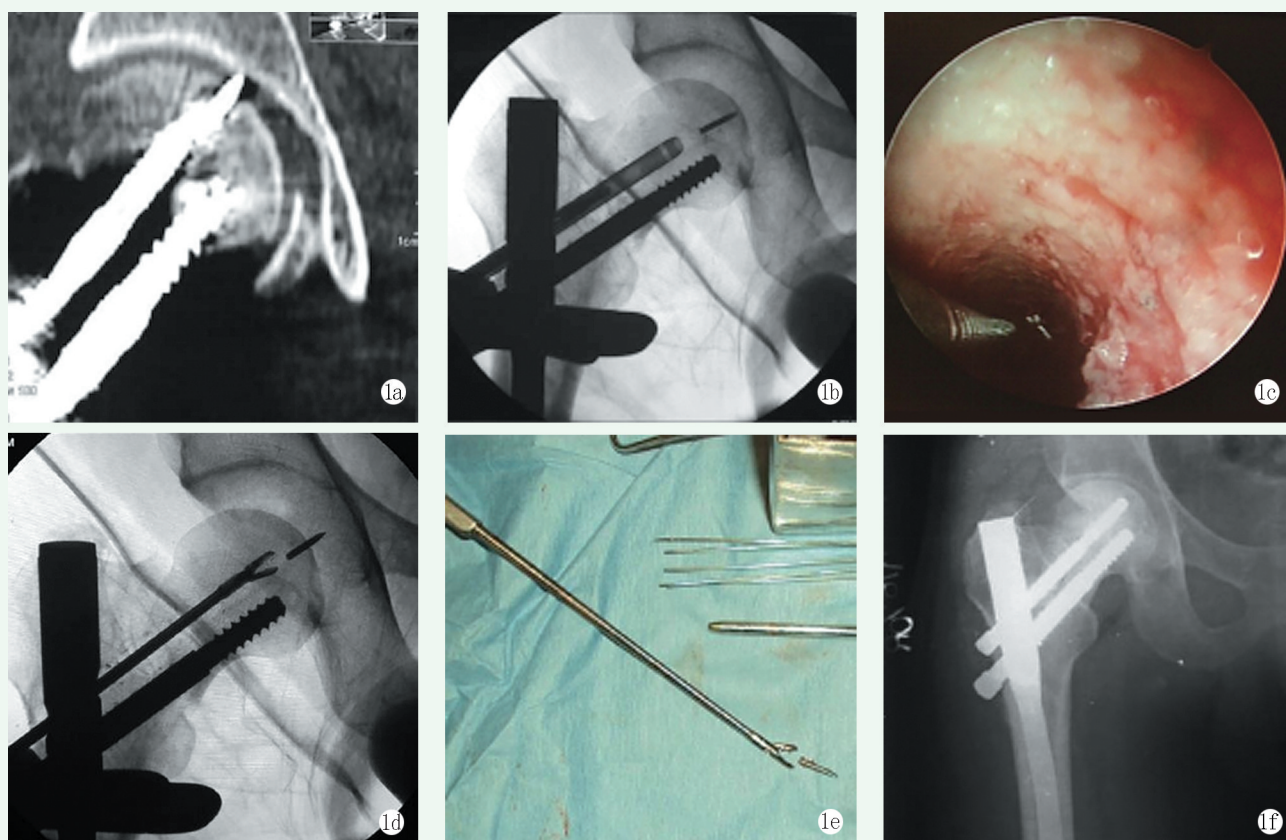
患者，男，41 岁，右股骨中段骨折（C2 型）、右股骨颈骨折（A2 型），行右股骨闭合复位髓内钉内固定术 1a: CT 显示断针尖端已突破股骨头前上方，进入髋关节腔 1b: X 线监视下使用细密螺纹空心环钻沿克氏针延长骨隧道 1c: 经骨隧道置入直径 2.7 mm 关节镜镜头，镜下探查针尾 1d: 持物钳钳夹针尾 1e: 从骨隧道内取出的断针 1f: 重新置入股骨颈螺钉
